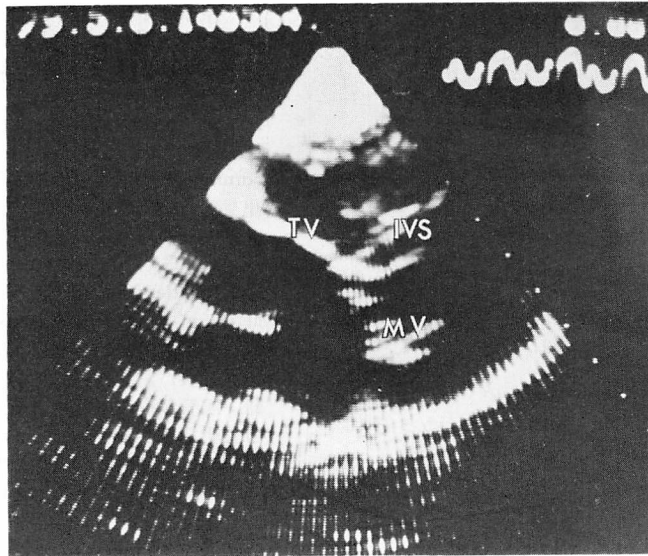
Frontal two-dimensional echocardiogram, plane F_3 , from the same patient as Fig. 9.
